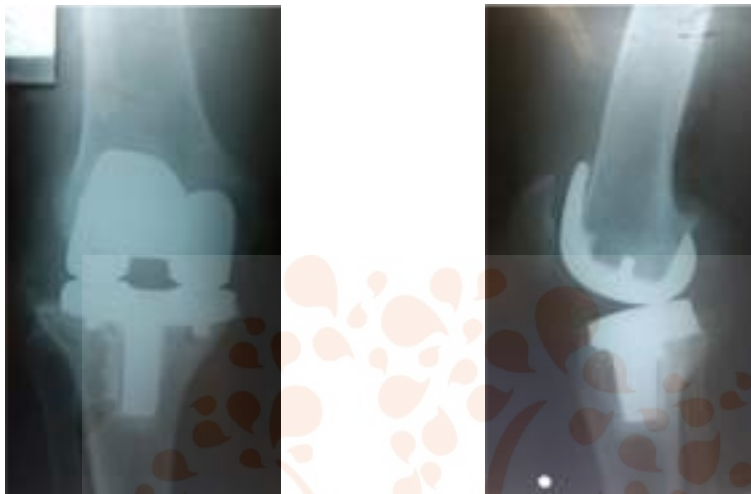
Radiografías control 4 meses post operatorias
